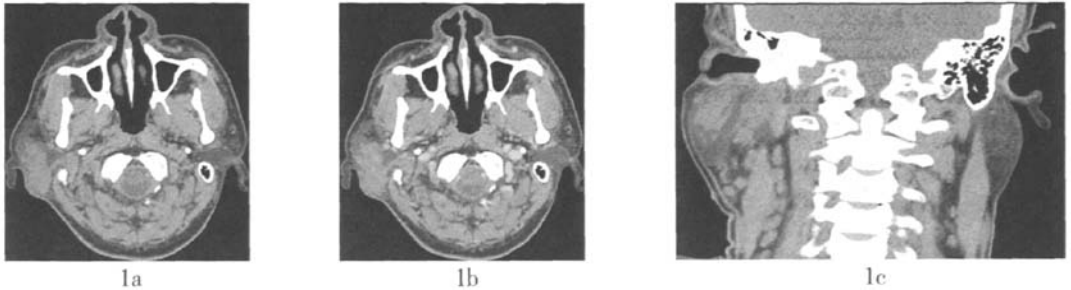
右侧腮腺嗜酸性淋巴肉芽肿 CT平扫、增强扫描及冠状重建图 图1a为CT平扫图, 示右侧腮腺浅叶类椭圆形软组织密度影, 边缘欠规则, 密度较均匀; 图1b为增强扫描图, 增强后呈不均匀轻度强化; 图1c为冠状重建图, 颞下和颌下三角区、颈内静脉周围及颈后三角区见多个肿大淋巴结。
